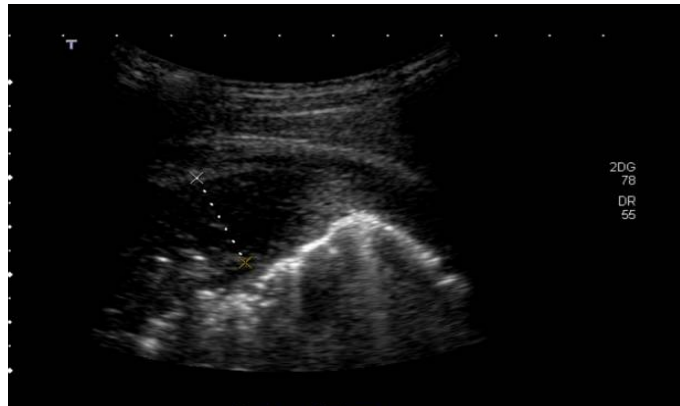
Imagen de derrame pleural mediante ecografía torácica
